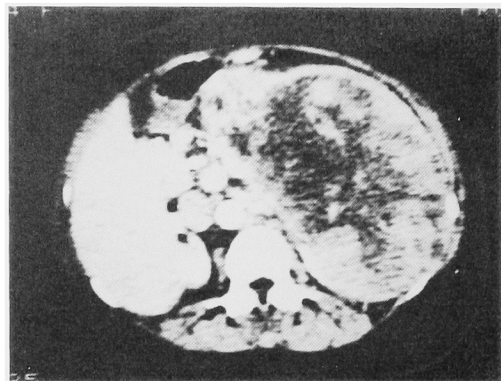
Abdominal CT scan showed retroperitoneal lymph node swelling and giant mass.
